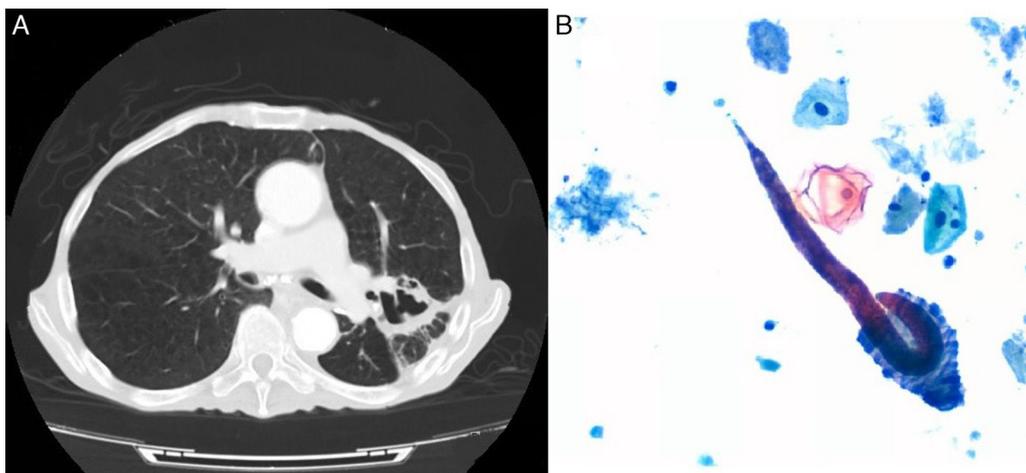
A) Tomografía axial computarizada de tórax: consolidación en segmento posterior del lóbulo superior izquierdo con áreas de cavitación de paredes irregulares. B) Citología del broncoaspirado (tinción de Papanicolaou) larvas filariformes de *Strongyloides stercoralis*.
